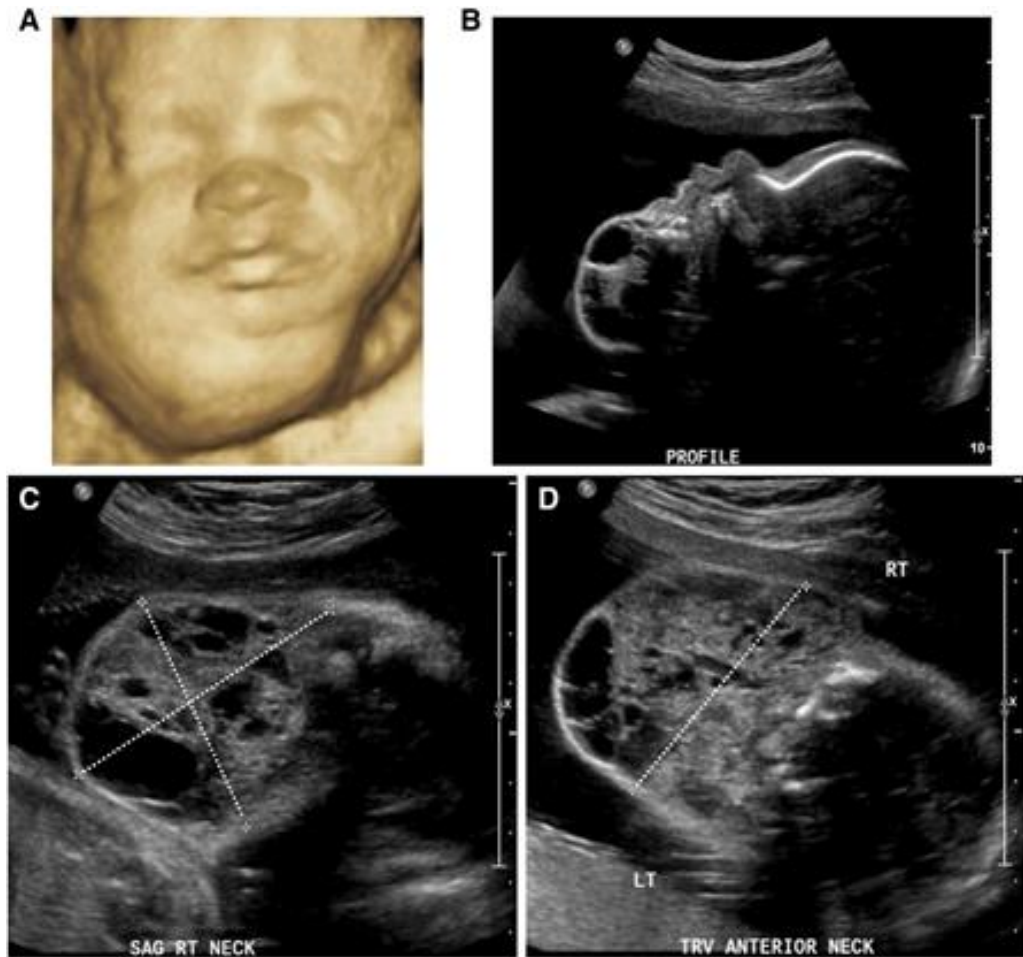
Évaluation échographique d'un fœtus de 27 semaines présentant un grand LK cervical représenté après reconstruction tridimensionnelle (A) et dans la vue de profil (B). Vues sagittale et transversale (C & D)[39].
